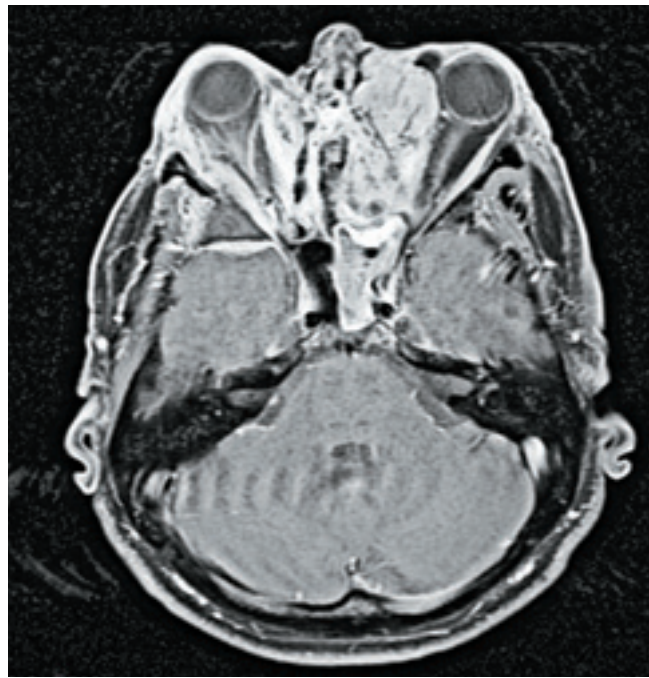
МРТ в коронарной проекции T1, режим с контрастированием — тотальное заполнение решетчатого лабиринта слева опухолевой тканью
